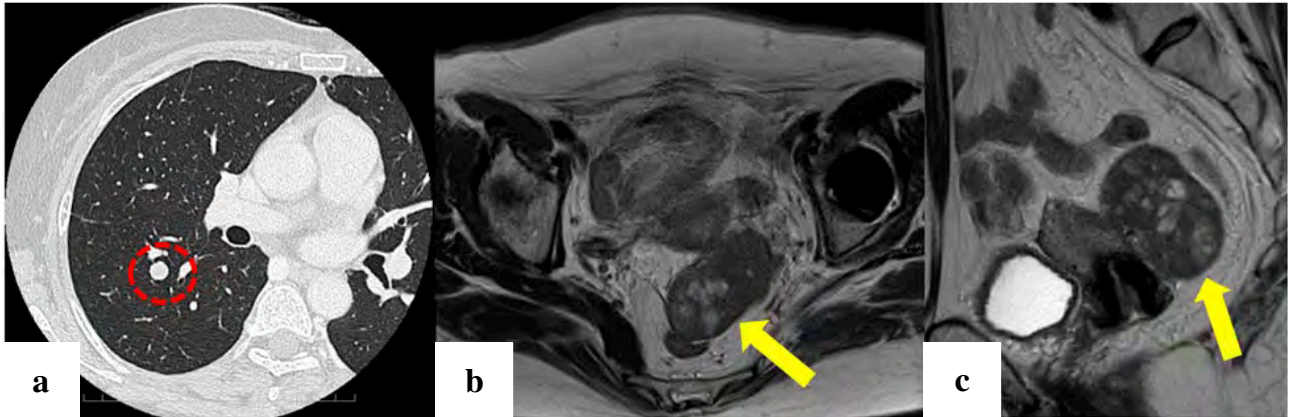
a : Computed tomography of the chest
